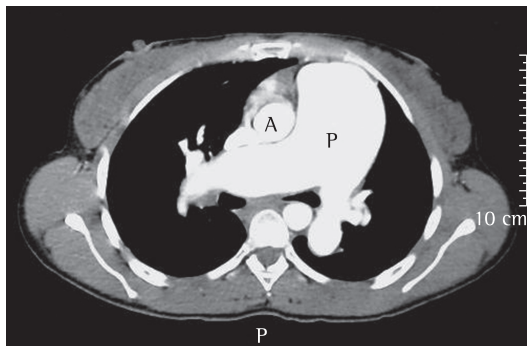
Corte de angiotomografia de tórax realçando a dilatação do tronco da artéria pulmonar e de seus ramos. A: aorta; P: tronco pulmonar.
